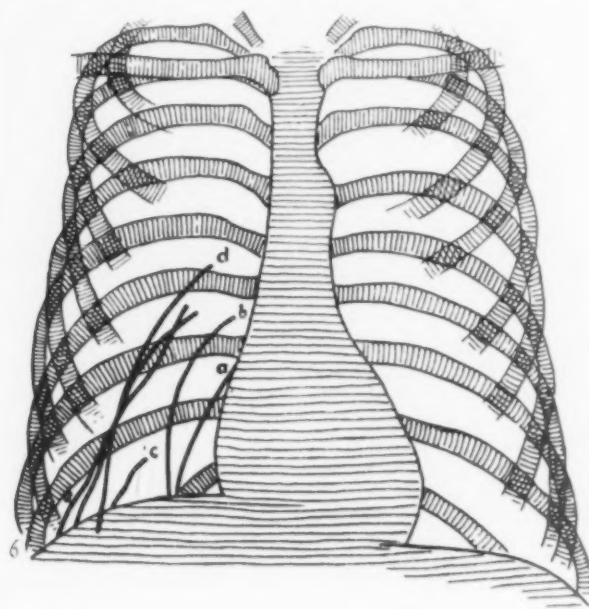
Großer Lobus inf. acc. als Nebenfund bei 22 jähr. Mann mit vorwiegend linksseitiger Lungentuberkulose. Abb. 6. Verschiedener Verlauf der Interlobärsepten bei Lobus inf. acc. (Skizze nach 5 verschiedenen Originalröntgenbildern.) Das mit d bezeichnete Interlobärseptum ist in seinem oberen, das mit e bezeichnete in seinem unteren Teil gegabelt.
